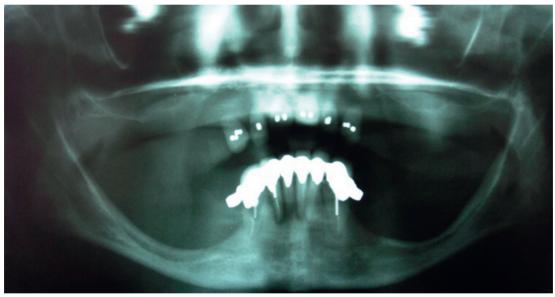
파노라마 방사선사진에서 하악의 심한 위축이 보인다. 하악 전치부에서 잔존치들이 골을 유지하고 있는데, 이것이 전상악골의 약화를 가져왔다(combination syndrome), 하악 I급 가철성 국소의치 장착이 구치부 골소실을 악화시켰다.
